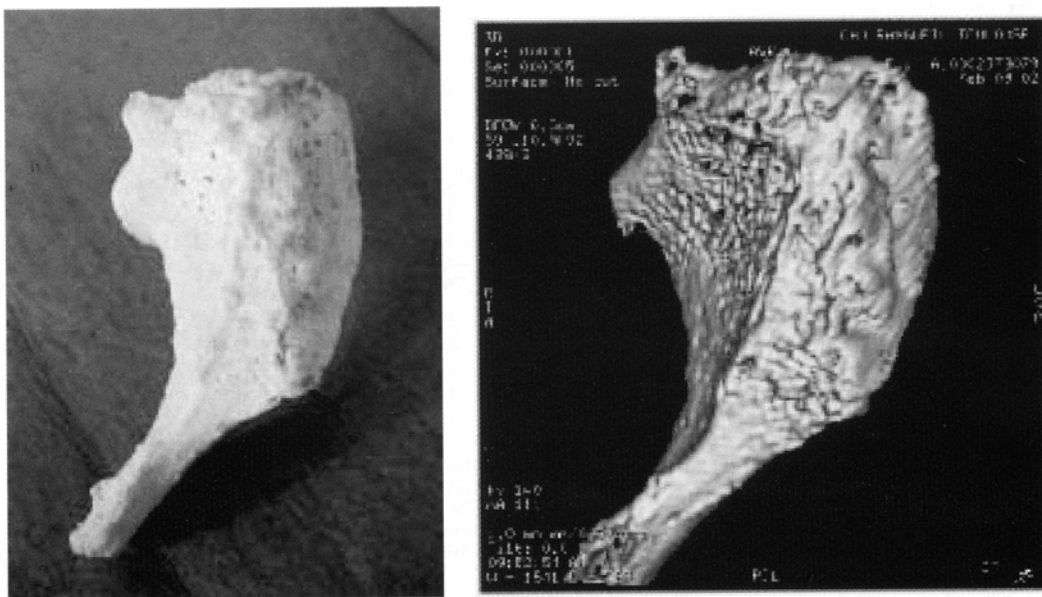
Comparación entre muestra osteológica y TAC 3D de pubis. Fase VI de Suchey y Brooks en una mujer de 93 años (Telmon et al. 2005).
